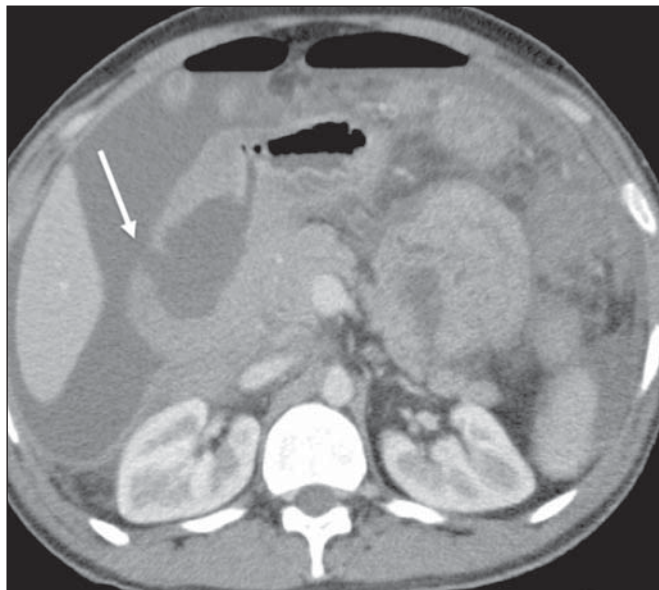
Perfuração intestinal relacionada ao tratamento do linfoma. TC de abdome com contraste no plano axial demonstra linfoma de alto grau no duodeno em paciente submetido a quimioterapia, com regressão tumoral seguida de perfuração intestinal (seta).
